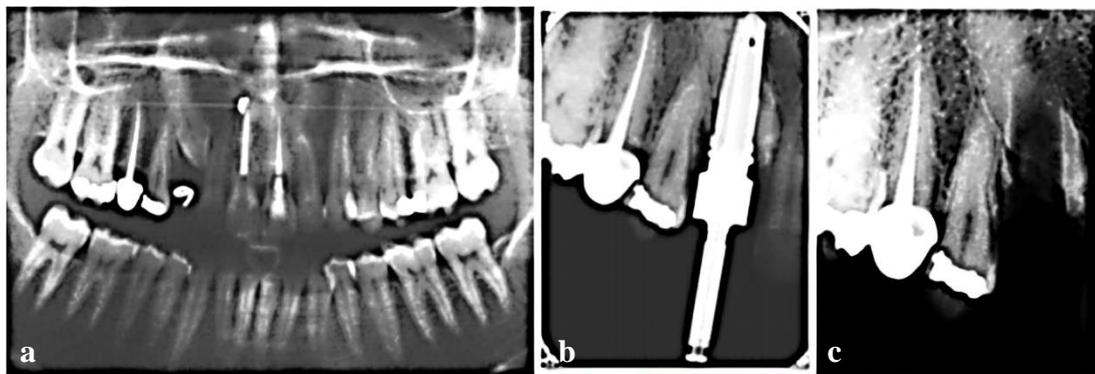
cas numéro 2. a. radiographie panoramique présentant la 13 incluse ; b. radiographie retro-alvéolaire montrant le forage à travers la canine incluse ; c. radiographie retro-alvéolaire montrant la canine incluse après avoir retiré le foret, mettant en exergue la perte de tissu dentaire par la radioclarété apparente ; d. implant placé après avoir retiré le fragment mésial mobile ; e. radiographie retro-alvéolaire de contrôle après 8 ans ; f. vue vestibulaire lors du contrôle des 8 ans (29).
